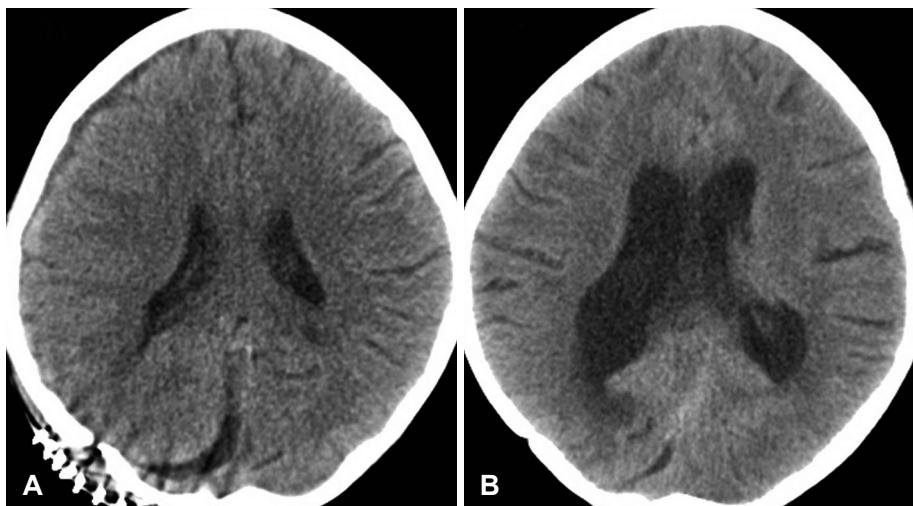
Axial CT scan. Unenhanced CT scan shows the normal lateral ventricles before tumor recurrence (A), and shows newly developed hydrocephalus before EVD insertion (B). EVD: extraventricular drainage.
